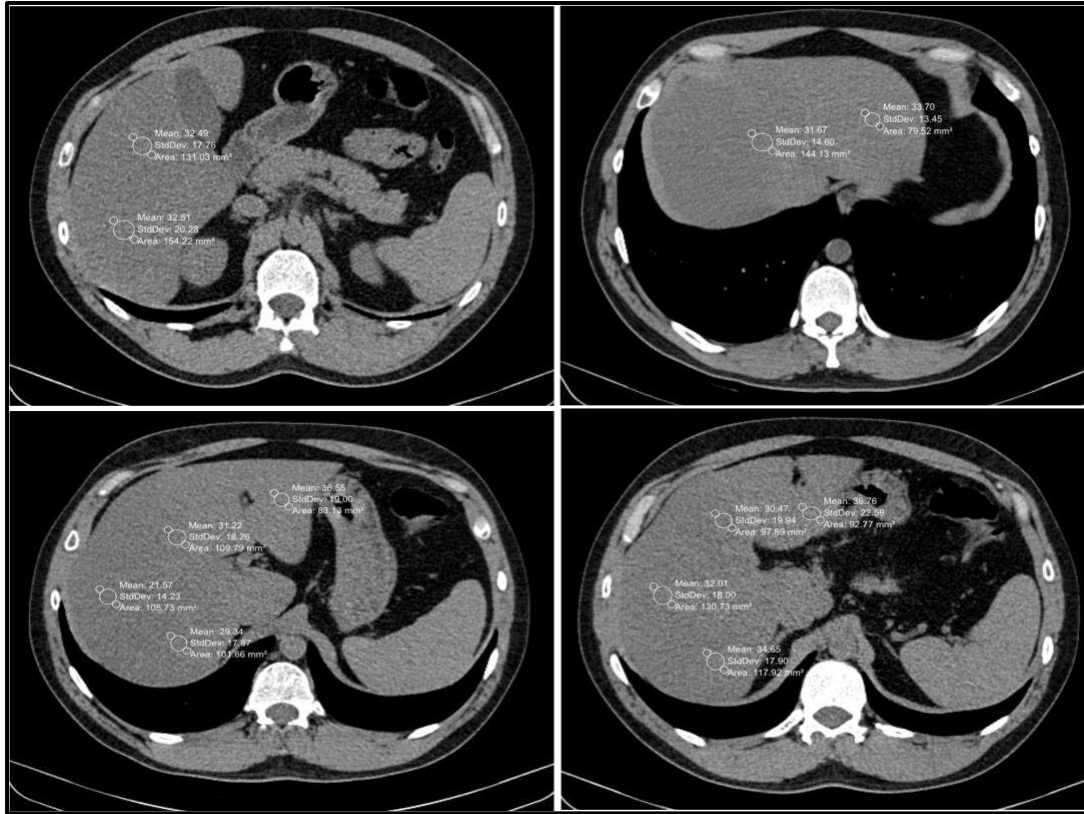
Computed tomography images and measurement sites of the attenuation coefficient in one of the patients evaluated in the study.
